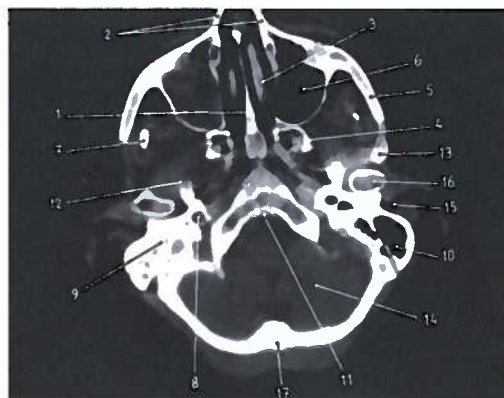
Corte axial ao nível da fossa posterior da base interna do crânio em TC, sendo de notar um preenchimento líquido (patológico) do seio maxilar direito (sinusite maxilar)
